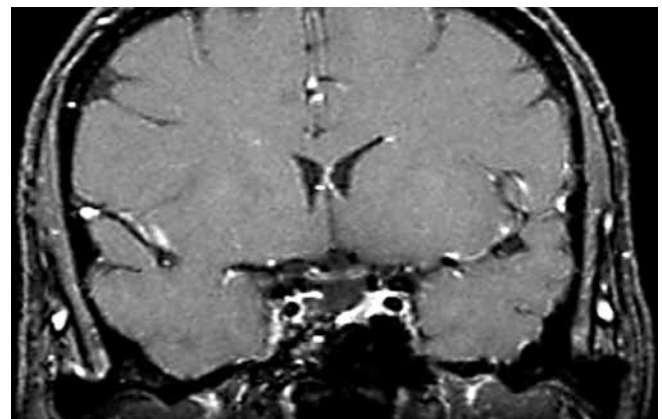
Магнитно-резонансная томография головного мозга пациентки К. через 12 мес после операции, фронтальная проекция. На фоне послеоперационных изменений признаков опухоли нет; гипофиз располагается в левой половине турецкого седла
